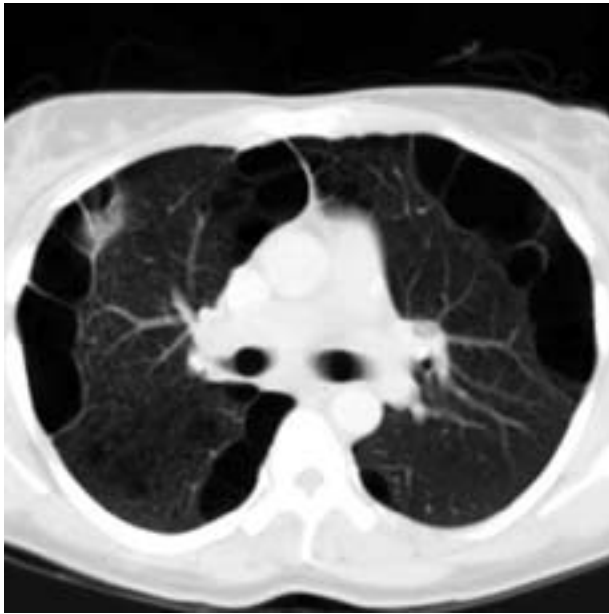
Immagine TC assiale 6 anni prima della diagnosi. L'immagine fino alla subcarena mostra ampie bolle parasettali. Non evidenza di noduli o masse. Spessore delle scansioni 5 mm.
